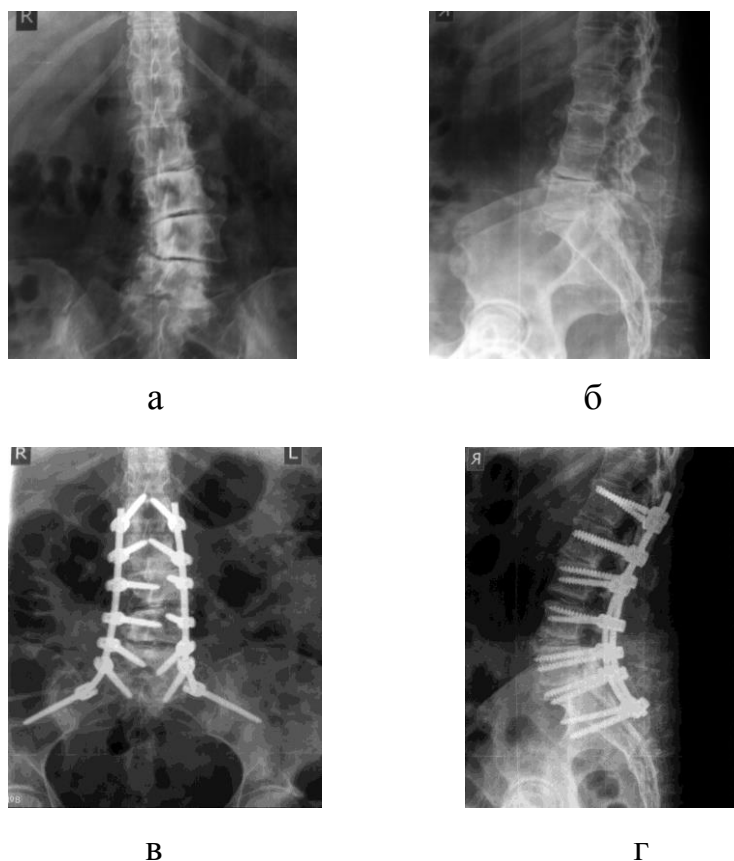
Пациентка Б., 72 лет. Ds: Дегенеративный левосторонний поясничный сколиоз (de novo), комбинированный стеноз позвоночного канала на уровне L3-5, нижний парапарез, Выраженный болевой синдром. Рентгенограммы до операции в прямой (а), боковой (б) проекциях. Рентгенограммы через 3 года после операции: прямая (в) и боковая (г) проекции. У данной пациентки была выполнена многоуровневая остеотомия для восстановления сагиттального баланса.
